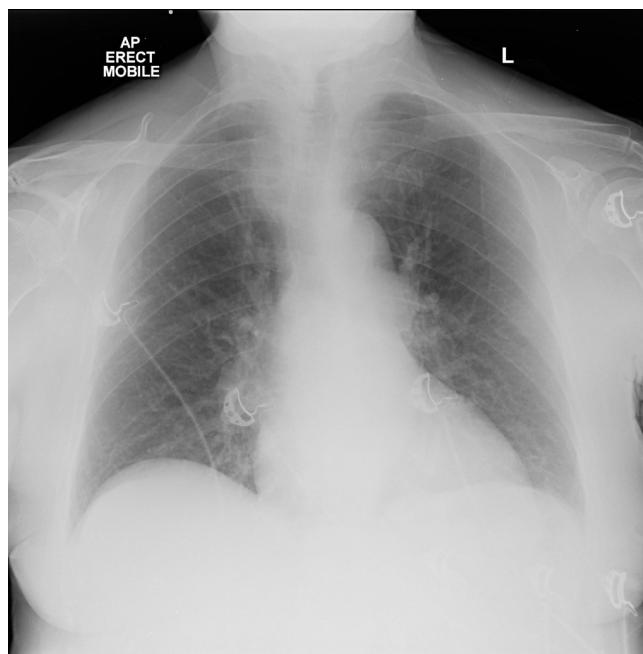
Radiografia de tórax em incidência anteroposterior – pulmão pouco insuflado (8 arcos posteriores), destacando-se aumento da área cardíaca e do mediastino, bem como infiltrado intersticial bilateral.
